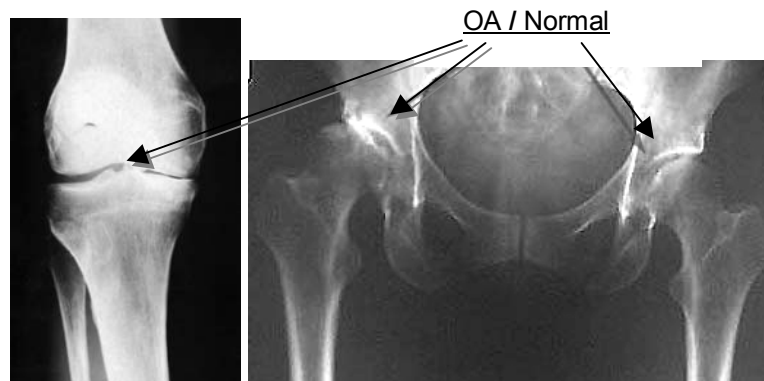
Radiografía que muestra como se observa una cadera y rodilla osteoartrosicas y una cadera normal
